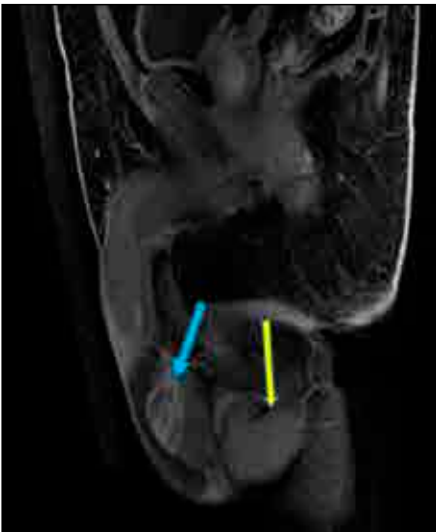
DWI b50 değerinde; sol testiste tanımlanan lezyon içerisinde kanama ile uyumlu hipointens odaklar
